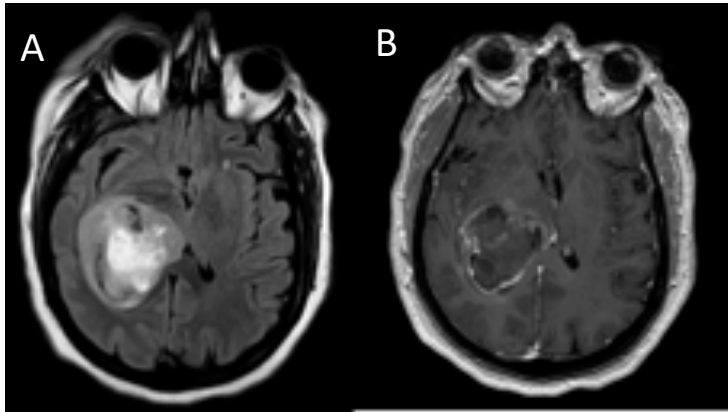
Paciente con tumoración de gran tamaño localizada en el lóbulo temporal y el tálamo derechos. Presentaba una intensidad de señal heterogénea en secuencia T2 FLAIR (A) y realce heterogéneo periférico tras la administración de contraste intravenoso (B). Los mapas de perfusión demostraron un aumento de la misma, lo que sugería una lesión maligna de alto grado. El análisis histológico confirmó que se trataba de un glioblastoma multiforme.
